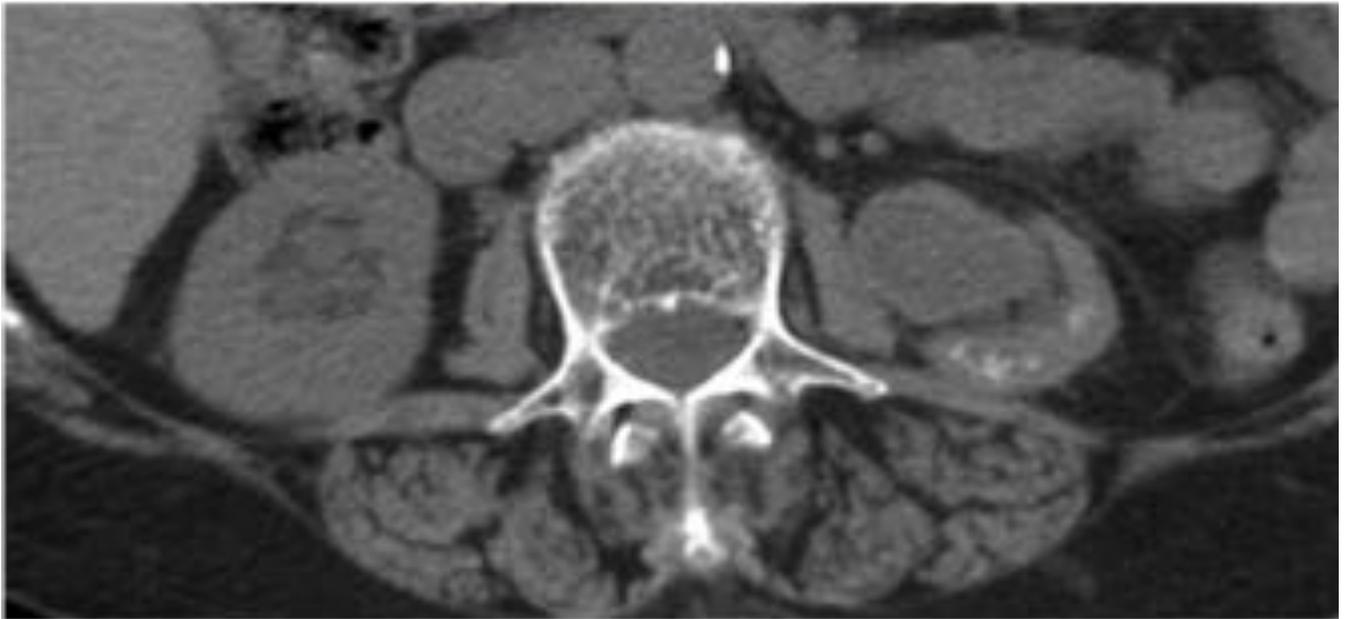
Arriba: ecografía renal. Polo inferior con atrofia y cicatrices corticales como secuelas de infecciones antiguas. Centro: TC sin contraste en paciente con antecedentes de pielonefritis. Riñón izquierdo atrófico. Cortical disminuida con calcificaciones y dilatación residual de la vía excretora. Abajo: mismo paciente. Reconstrucción coronal TC sin contraste. Asimetría renal. Riñón izquierdo atrófico con dilatación residual de la vía excretora.
